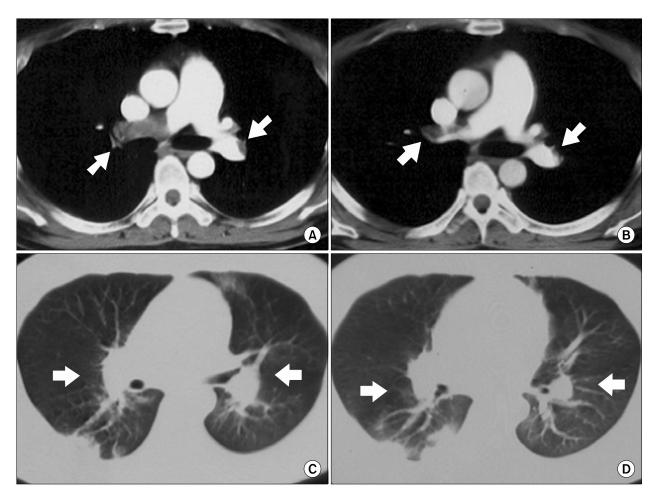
Dynamic enhanced computed tomography (CT) scan of the chest on admission shows near total filling defect in right pulmonary artery and partial filling defect in left pulmonary artery (A) and decreased amount of filling defect in right pulmonary artery and disappeared filling defect in left pulmonary artery after management by recombinant tissue plasminogen activator and urokinase (B). Dynamic enhanced CT scan with lung window on admission shows collateral circulations of both lungs (C) and slightly improved collateral circulations of both lungs after management by recombinant tissue plasminogen activator and urokinase (D).
